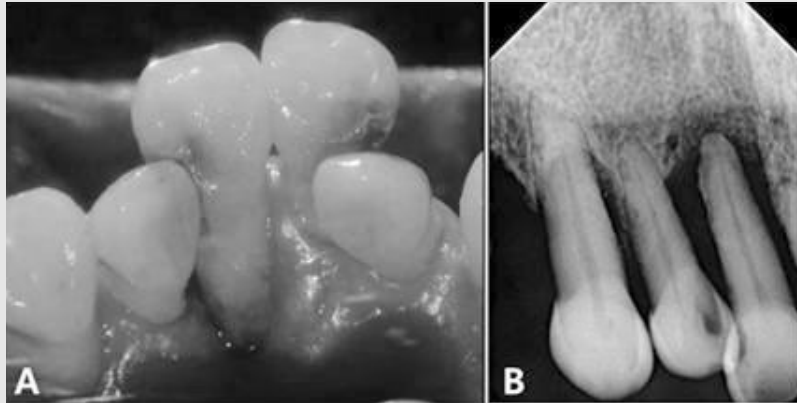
a) Intra-oral photo of #13-#11 palatal area. b) Periapical view of #13-#11 shows bone loss of #11 is up to apical area.
